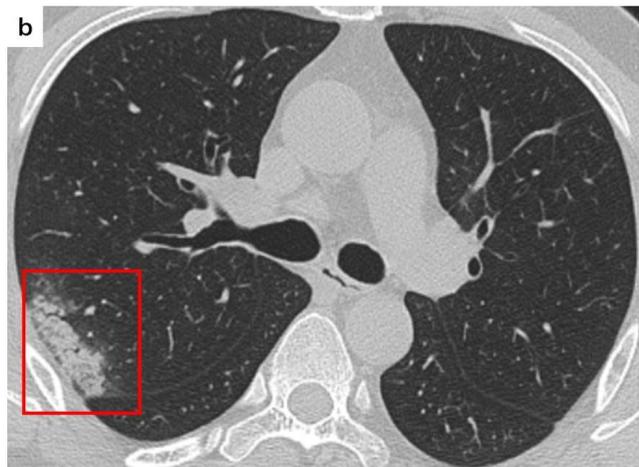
Imagen a: TAC de tórax de un hombre de 35 años con COVID-19 el cual presentaba dolor de cabeza y fiebre de 1 día de evolución, en el recuadro rojo se observan opacidades en vidrio esmerilado en el lóbulo inferior derecho.²⁸
